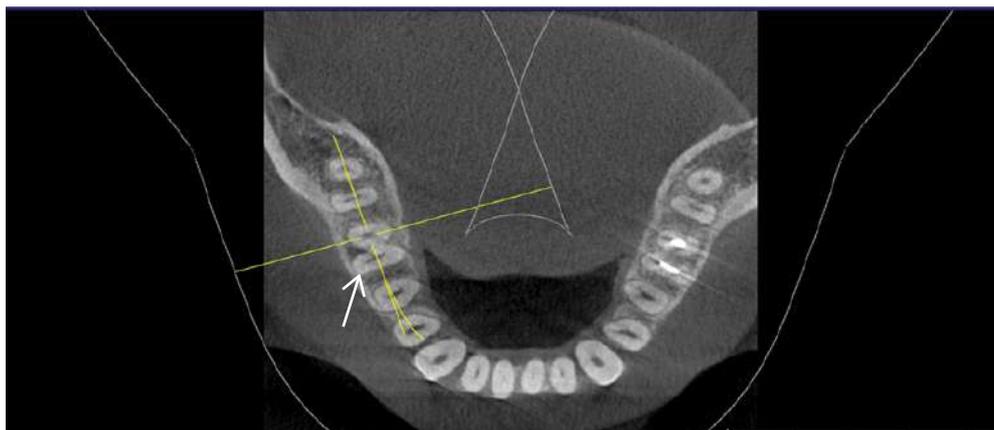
Рентгенологическая картина трещины медиального корня зуба 4.6 с использованием КЛКТ.
